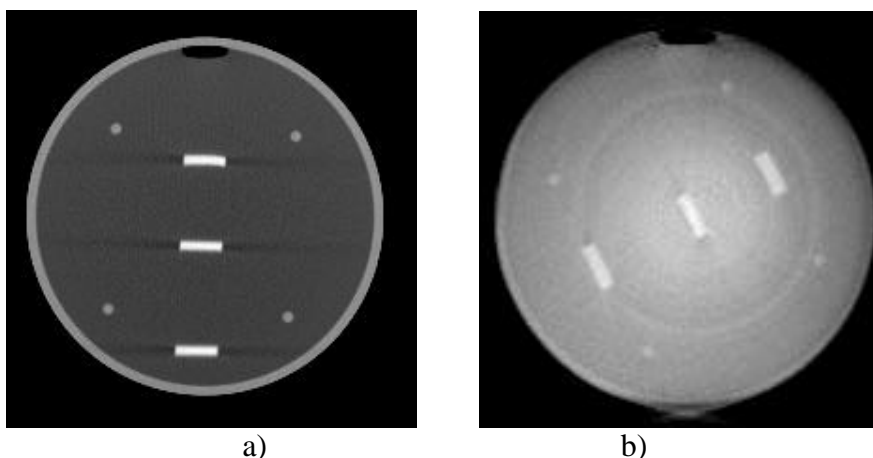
Sección de anchura de corte del maniquí AAPM obtenido con un TC diagnóstico (a) y con el Simulador-TC (b).
